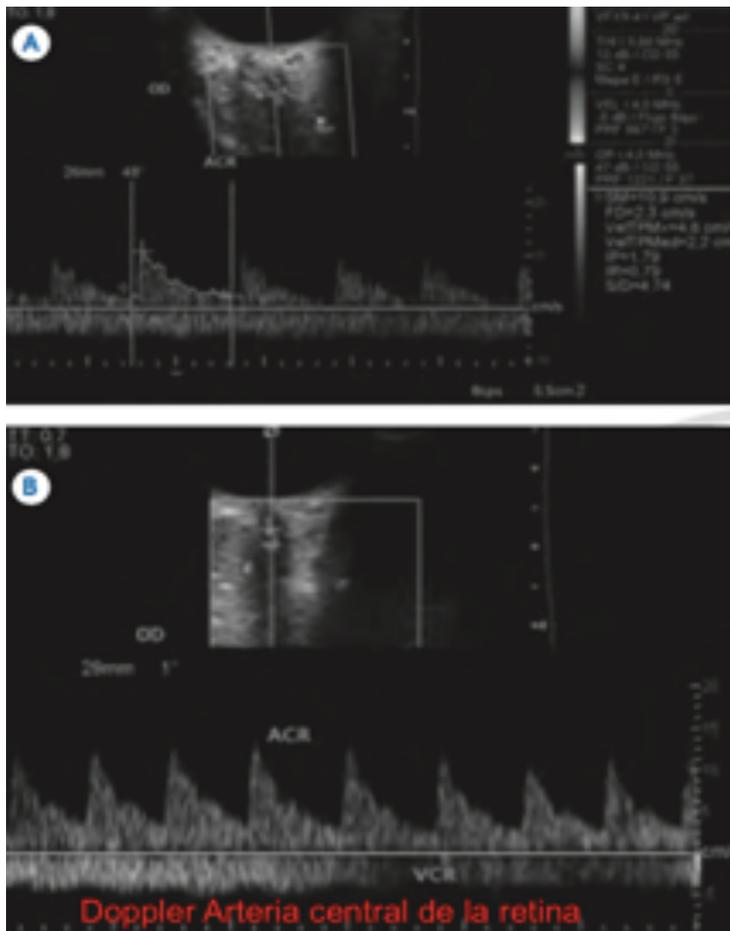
Registro normal de la Arteria central de la Retina. A) Doppler color y espectral de la arteria central de la retina (ACR) con velocidades positivas, picos sistólicos redondeados y flujo continuo durante la diástole. B) Dos curvas, una con velocidades positivas, picos sistólicos redondeados y flujo continuo durante la diástole, corresponde a la arteria central de la retina (ACR). Otra curva con velocidades negativas corresponde a la vena central de la retina (VCR). Por lo tanto, el registro del Doppler color de la ACR es peculiar ya que es inseparable del de la VCR.
